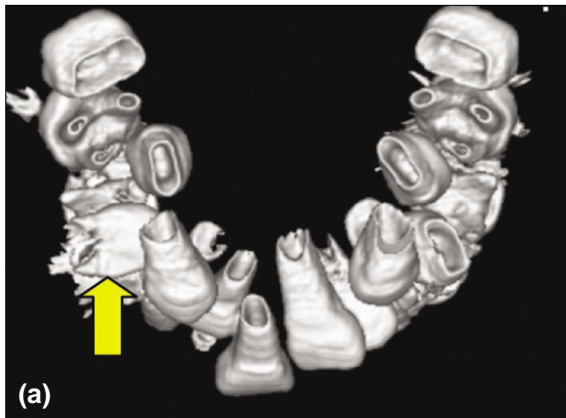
(a) Initial 3-Dimensional CT image. (b) Initial CT image. The arrow indicates position of the ectopic tooth.
